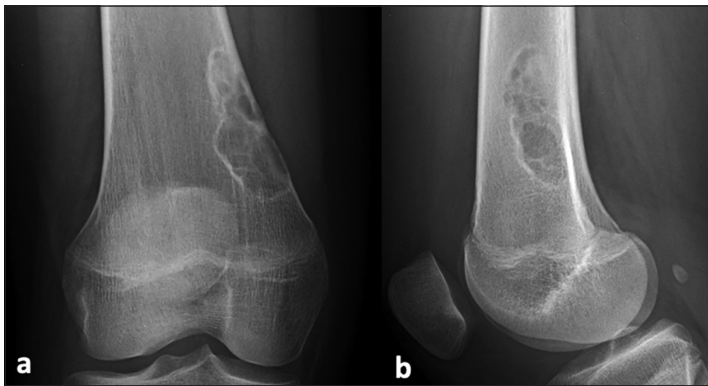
Porción de una radiografía de rodilla derecha, en proyecciones anteroposterior (a) y lateral (b). Edad de la paciente: 14 años. Localización de la lesión ósea: en el eje mayor del hueso está en la unión diafisio-metafisiaria distal del fémur, en el eje menor está en ubicación excéntrica medial cortical y subcortical. Características morfológicas de la lesión: márgenes bien definidos y escleróticos (zona de transición estrecha), sin patrón de mineralización intralesional, sin reacción perióstica local, sin evidencias de masa de partes blandas adyacentes. Estos hallazgos son consistentes con un fibroma no osificante.
